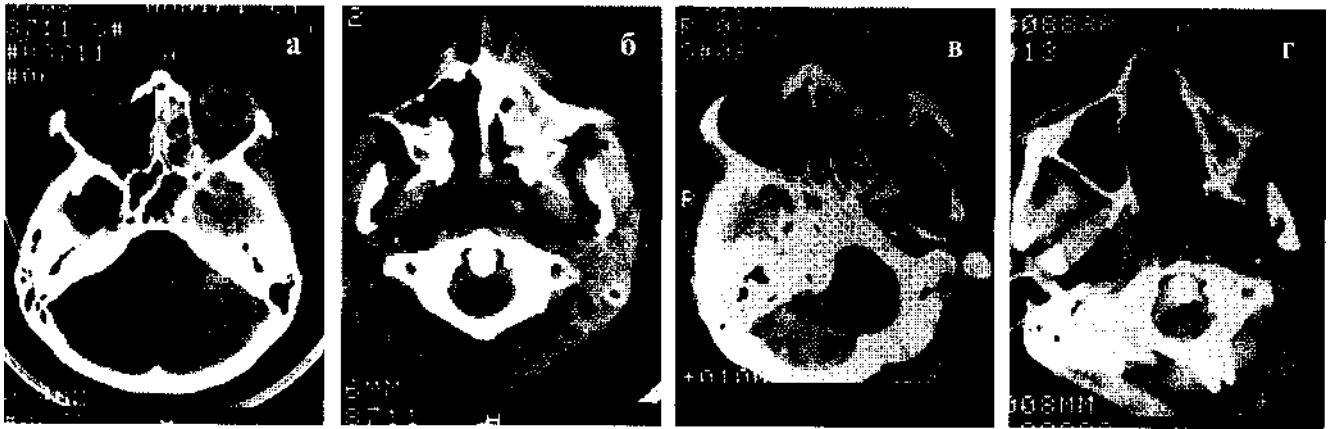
Компьютерные томограммы (аксиальная проекция) околоносовых пазух больной с острым инвазивным грибковым синуситом (мукоормикозом), развивающимся на фоне диабетического кетоацидоза.
